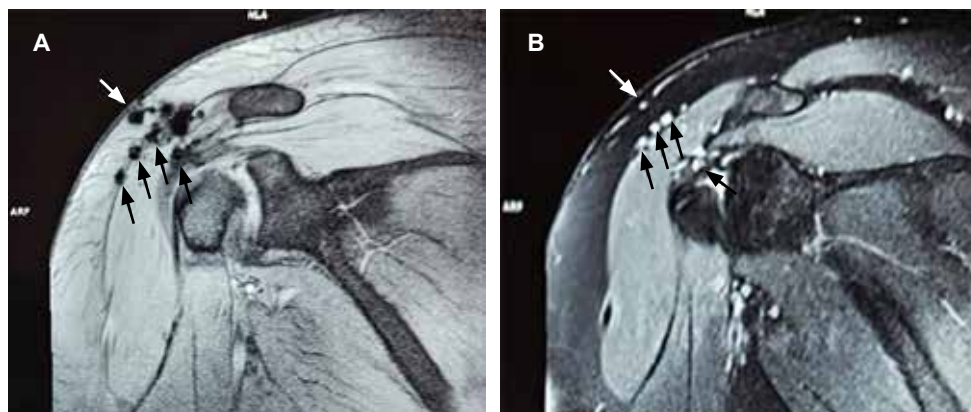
A) Imagen de resonancia magnética de hombro en secuencia gradiente de eco en corte coronal (efecto *blooming*) mostrando varias señales hipointensas (flechas negras) en borde de músculo deltoides y una en tejido graso (flecha blanca). B) Imagen en secuencia por densidad protónica con supresión grasa, mostrando los mismos elementos, pero con señal hiperintensa (flechas negras y blanca), en paciente postartroscopia de un año de evolución, correspondiendo a artefactos de susceptibilidad magnética.
